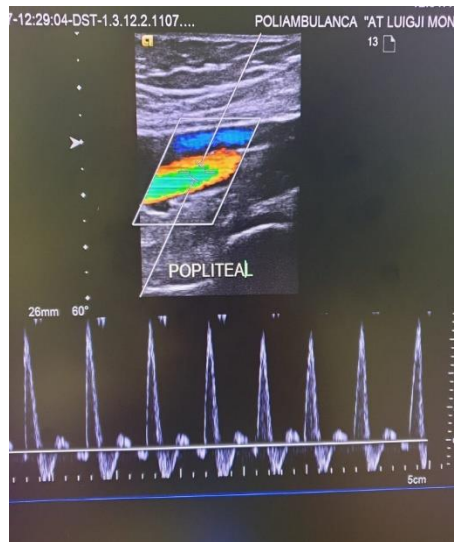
A.poplitea pozicionimi sondës në fosë me gju të flektuar, imazhi në collar doppler.
